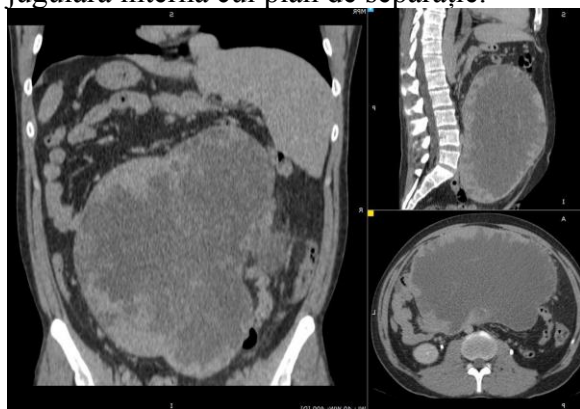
CT abdominal cu substanță de contrast: formațiune expansivă de 150/260/270 mm, cu o componentă solidă periferică cu aspect franjurat și o componentă centrală licjidiană, încapsulată, deplasează ansele intestinale pe flancuri, superior vine în contact cu colonul transvers, inferior cu cel sigmoid, posterior cu axul lombo-aortic
